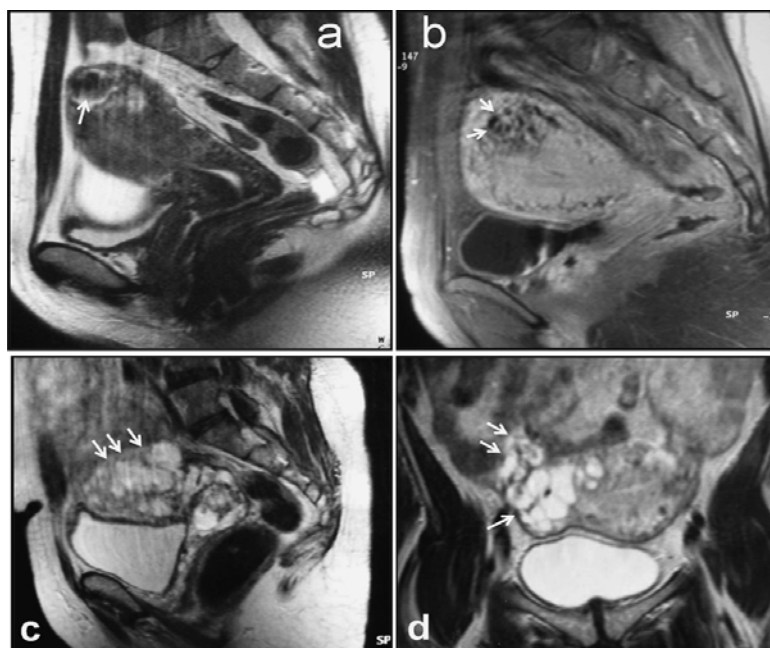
a et b : Choriocarcinome. a : IRM en coupe sagittale pondérée T2 : masse fundique en hypersignal hétérogène. b : IRM en coupe sagittale pondérée T1 après saturation de la graisse et injection de gadolinium. La lésion se rehausse de façon hétérogène ménageant de multiples petites zones liquides.
